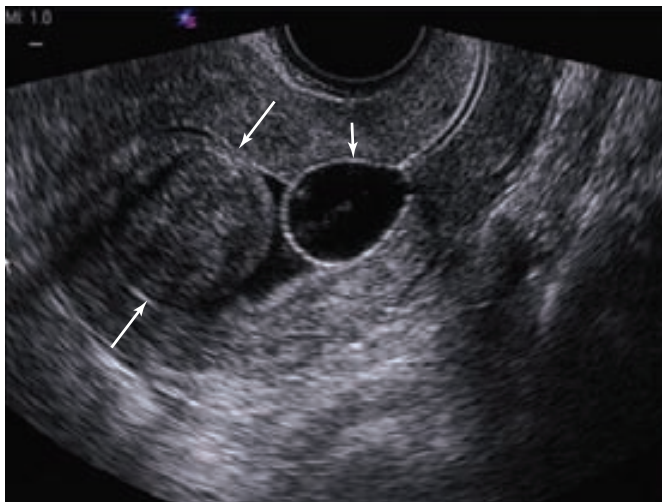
Mioma submucoso claramente delineado en una ecografía con solución salina y señalado con flechas largas blancas. El globo del catéter de la SIS está señalado por la flecha blanca corta. (Cortesía de la Dra. Elysia Moschos.)
